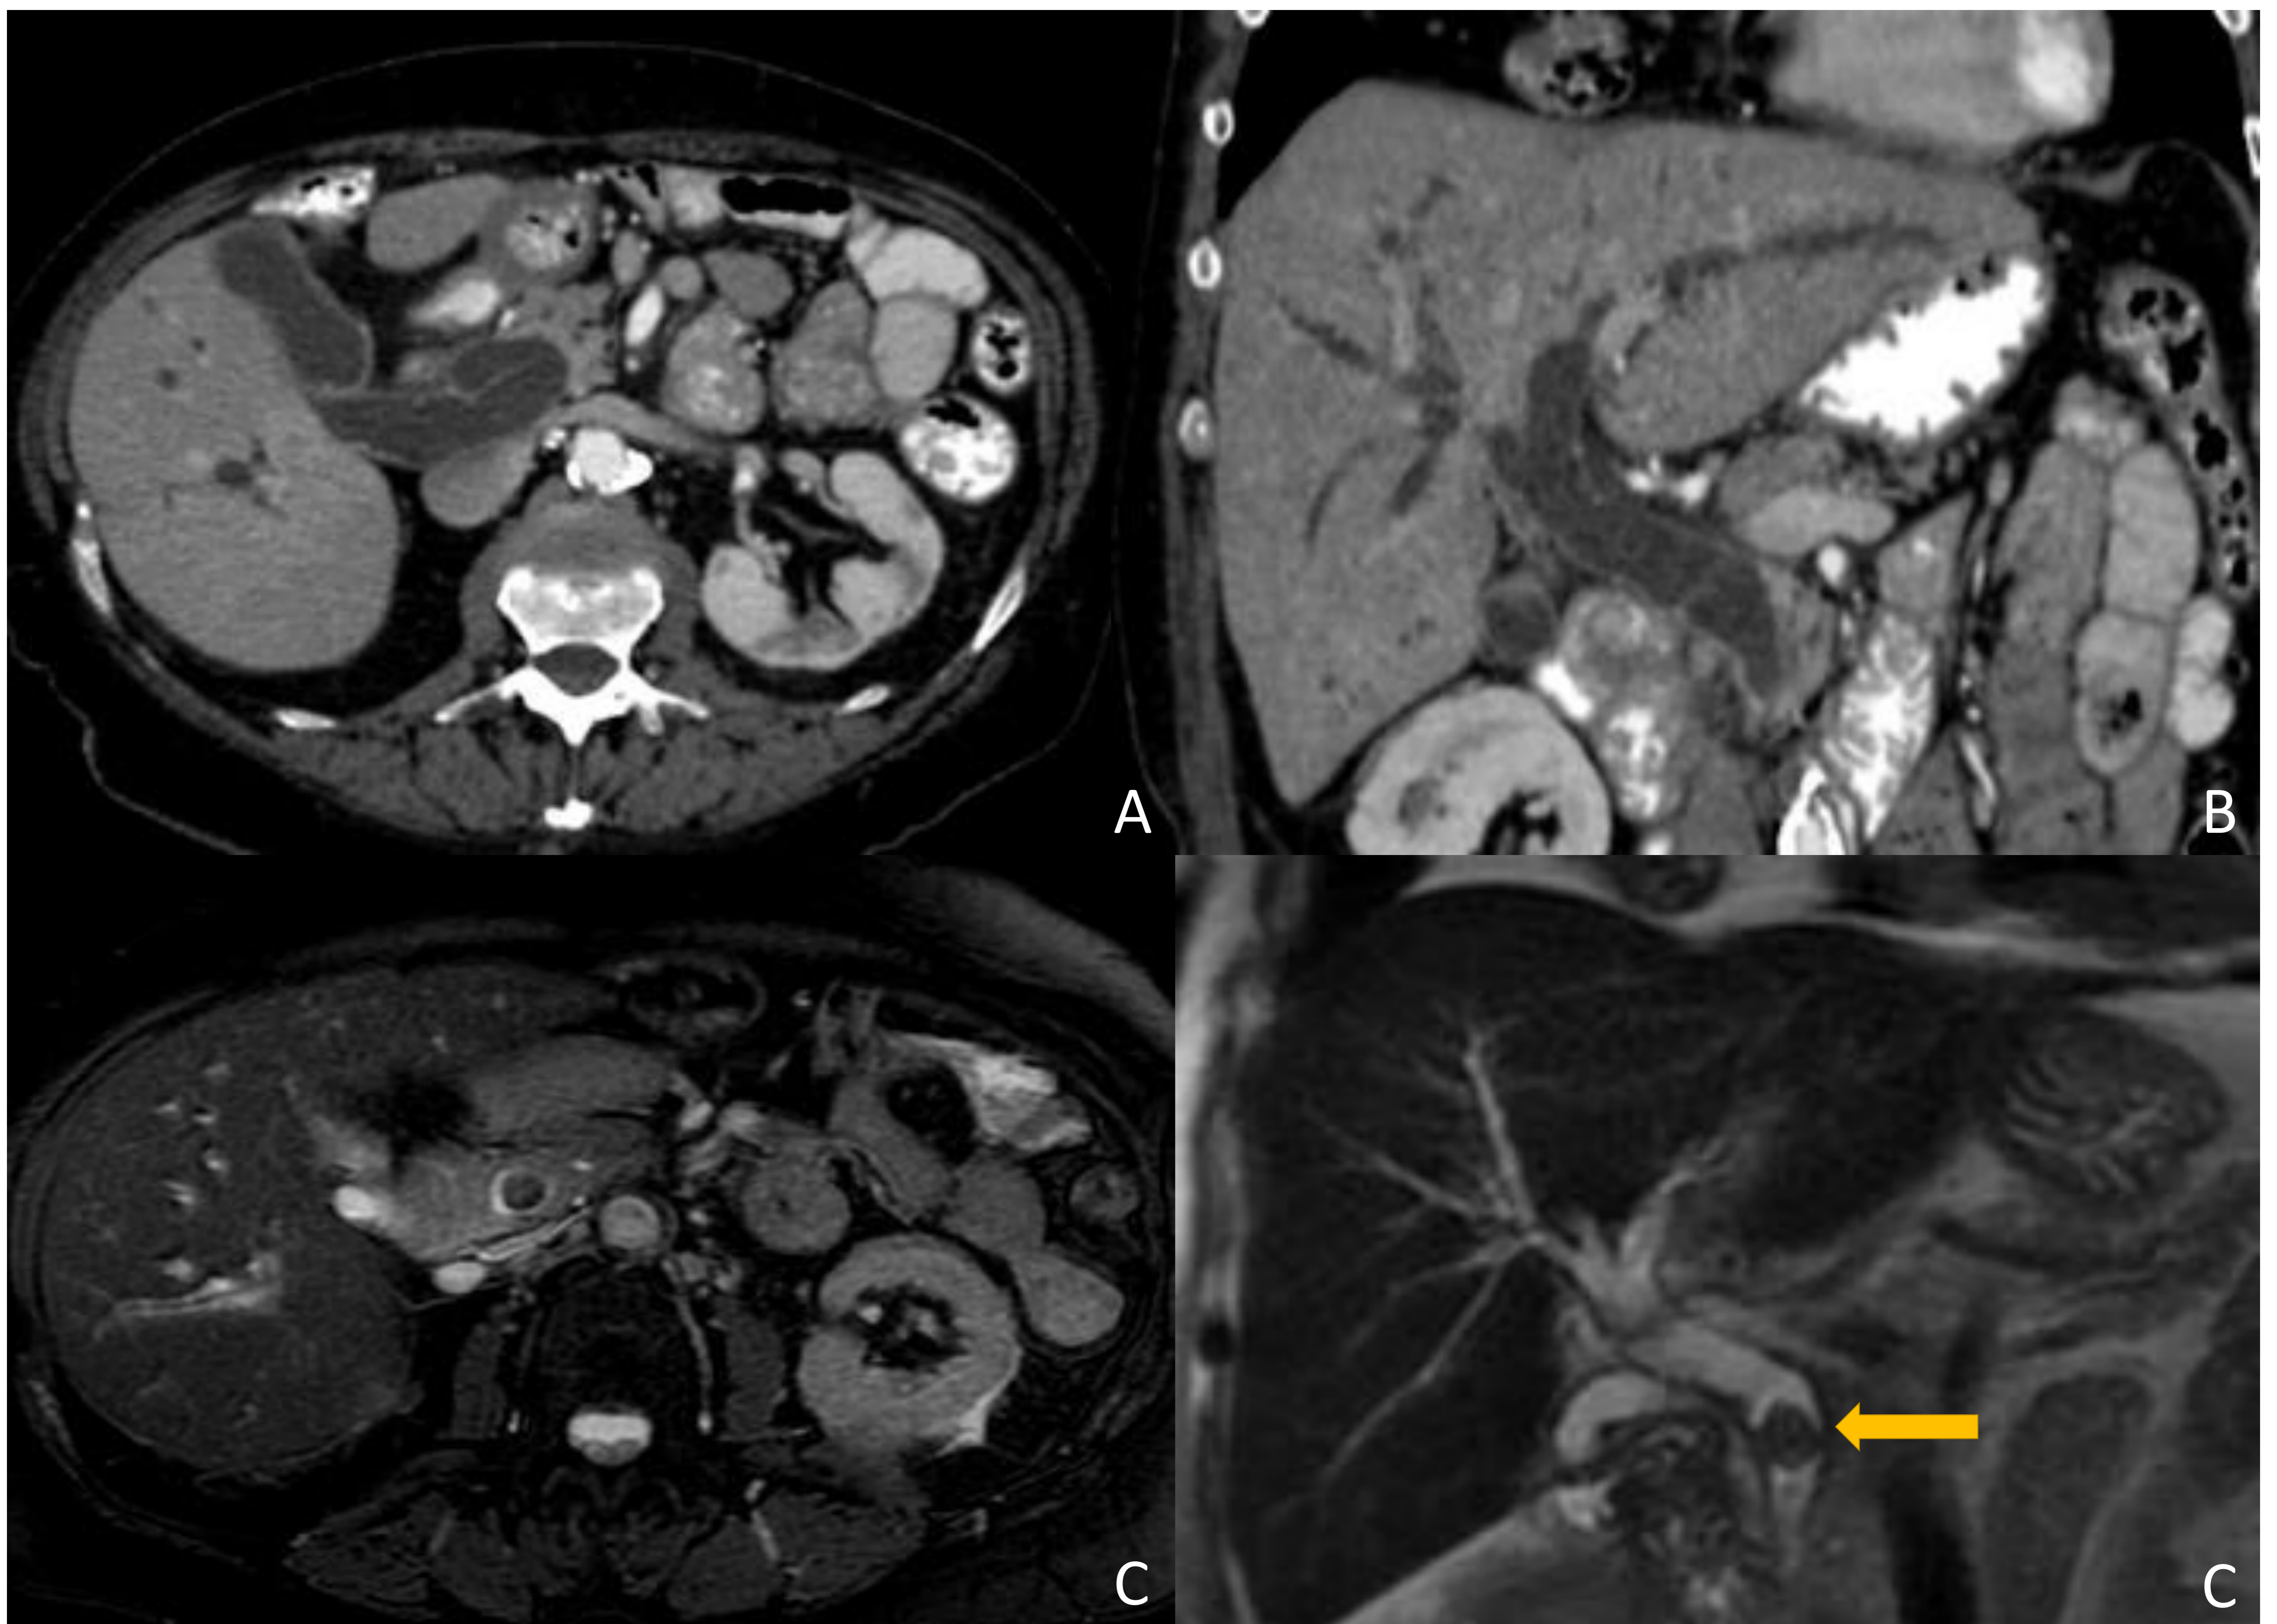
Dilatación difusa del conducto hepatocolédoco y la vía biliar intrahepática sin causa aparente en el estudio de TC (A y B) confirmando en RM (C y D) causa litiásica (flecha amarilla).
